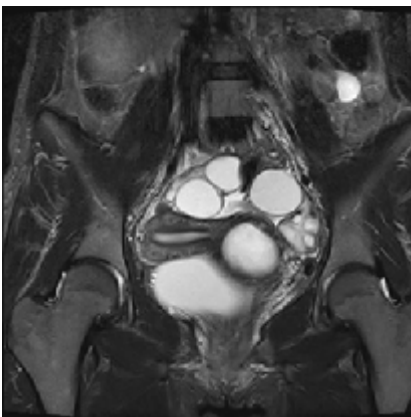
IRM a cavității bazinului mic, secvența T2W tse ponderată în plan coronal prezintă uterul dublu, hematocolposul pe stângă și ovarele cu structura multichistică
